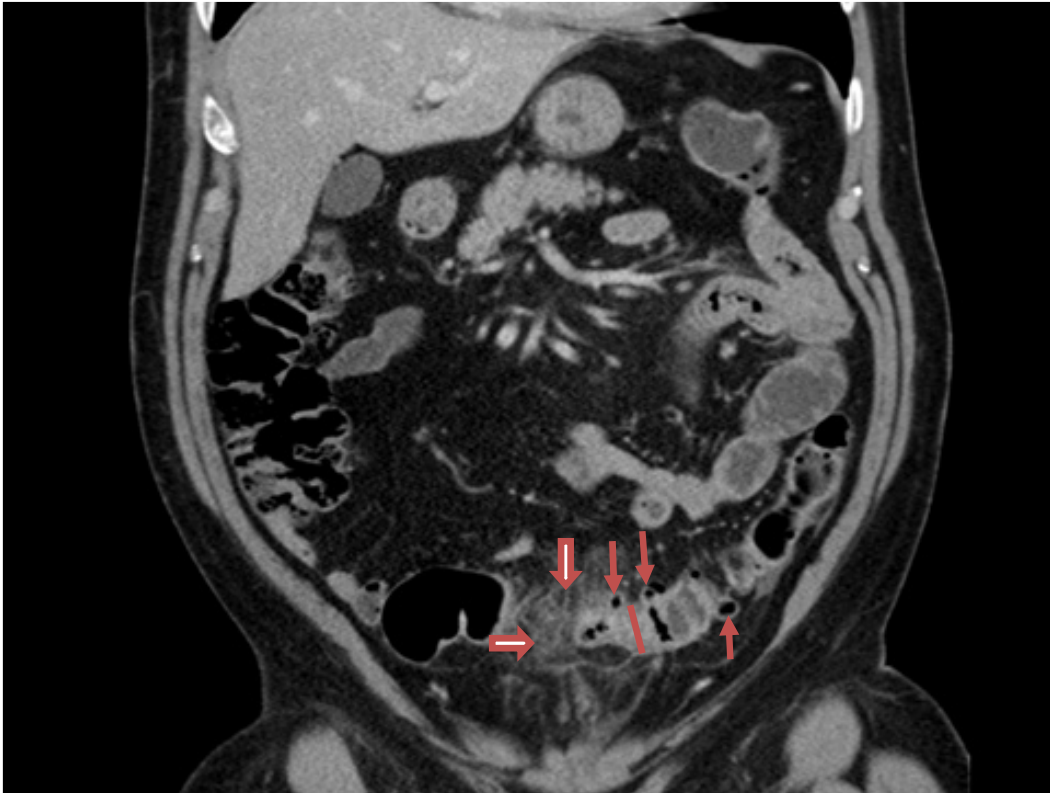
CT-Abdomen (koronare Schicht, venöse Phase) desselben Patienten mit akuter Divertikulitis Typ IIA nach der Hansen und Stock-Klassifikation. Es zeigt sich eine Wandverdickung mit KM-Aufnahme im Colon sigmoideum (roter Strich). Die KM-Aufnahme der drei Divertikel (dünne Pfeile) in der Darmwand ist Ausdruck einer fortgeschrittenen Entzündung, wie auch die erhöhte Signalintensität im Sinne einer Imbibierung (KM-Anreicherung) des umliegenden Fettgewebes (dicke Pfeile) als Definitionskriterium für Typ IIA.
